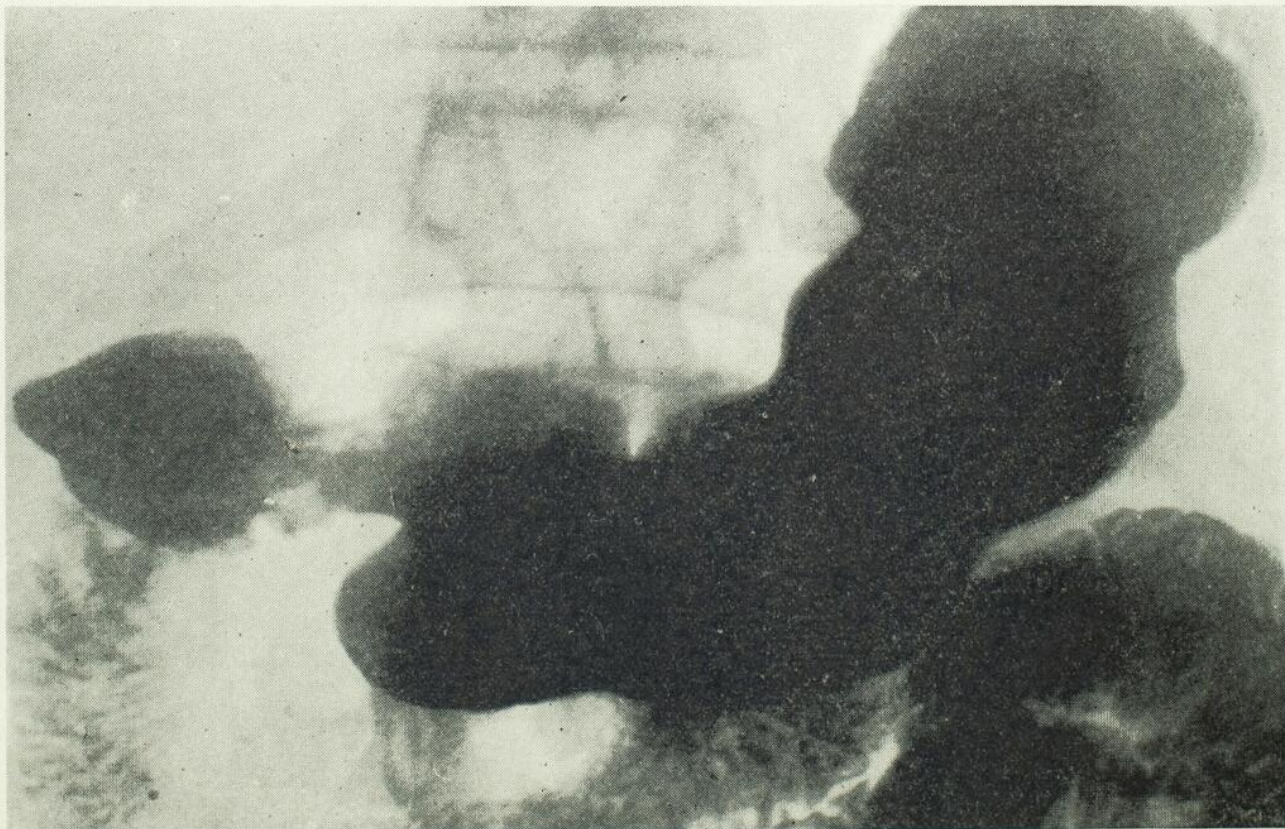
18 janv. 1937. — Radiographie de l'estomac après remplissage opaque. Sur cette image on ne voit aucune trace de polype. Le diagnostic eût échappé si l'examen en couche mince n'avait été pratiqué.
